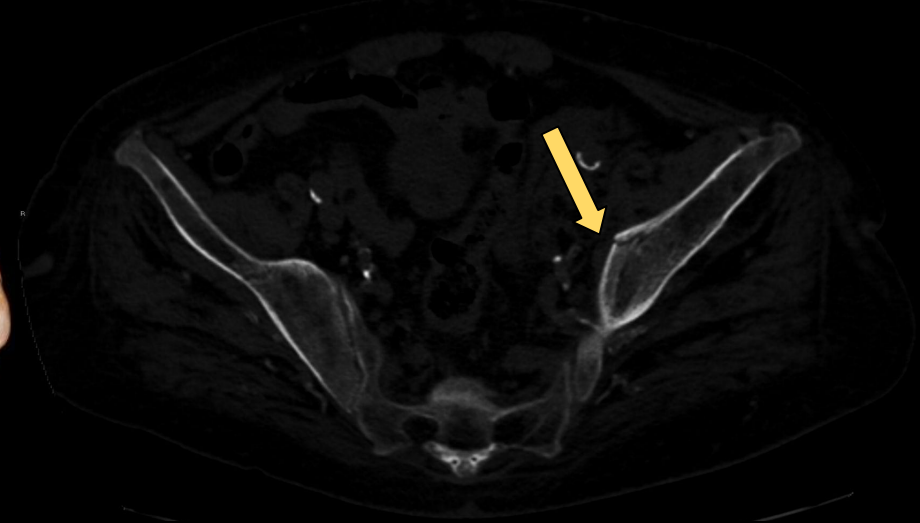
TC de pelvis sin contraste I.V, en corte axial y con ventana ósea, donde se identifica fractura no desplazada del ilion izquierdo (flecha amarilla).
